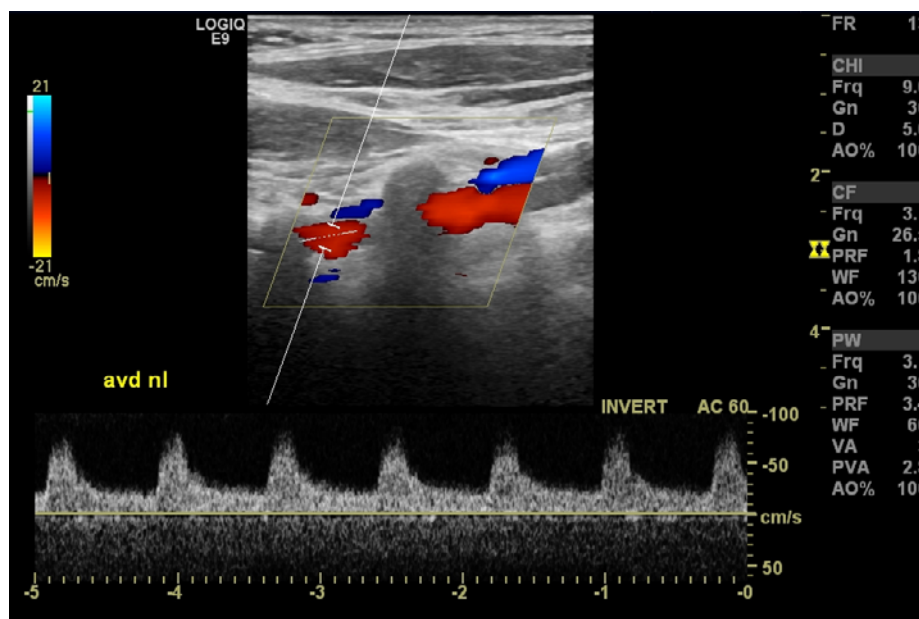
Doppler colorido e pulsado da artéria vertebral direita, para estudo comparativo contralateral
